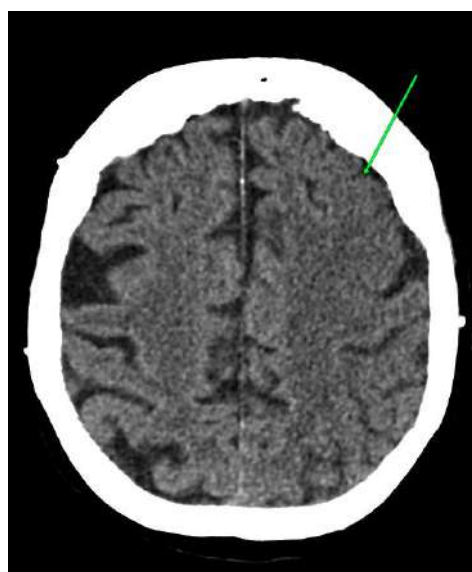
ОНМК по ишемическому типу в бассейне левой средней мозговой артерии. Данные КТ- исследования головного мозга, случай N3.
